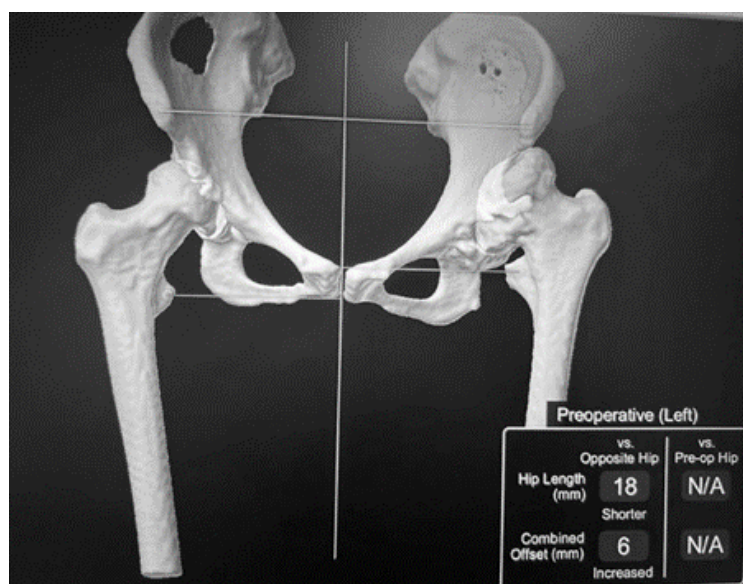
Рентгенограмма тазобедренного сустава пациентки А. до оперативного вмешательства
